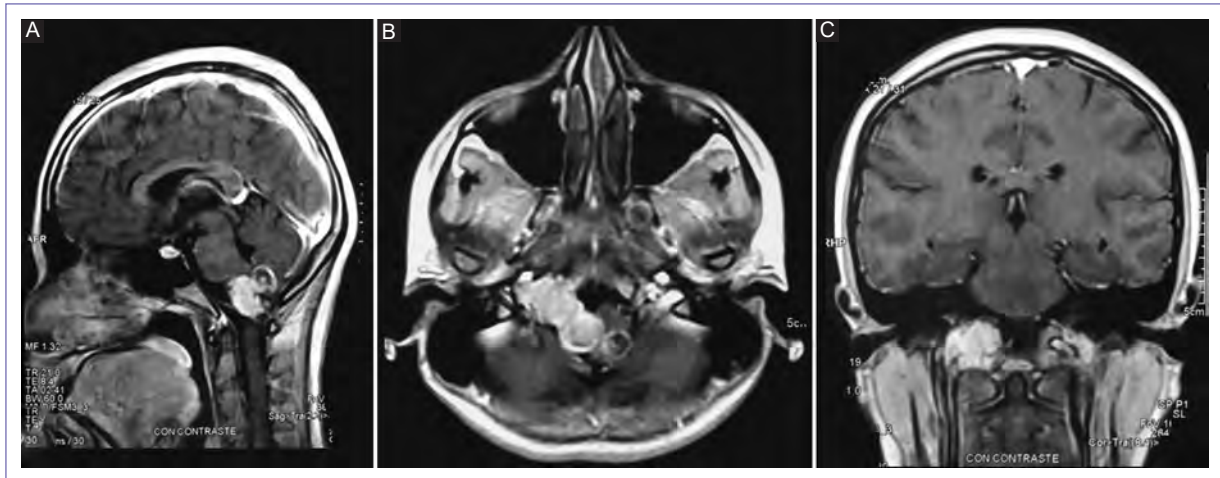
Resonancia magnética de encéfalo al inicio: En secuencia T1 con contraste en el corte sagital (A), axial (B) y coronal (C), se observa masa lobulada heterogénea, con realce de contraste, de 47 x 22 x 23 mm, localizado inferior y medial al hemisferio cerebeloso derecho; lateral a la unión bulbo-medular derecha, extendiéndose lateralmente hacia el espacio extracraneal a nivel de la proyección de conducto hipogloso ipsilateral.
